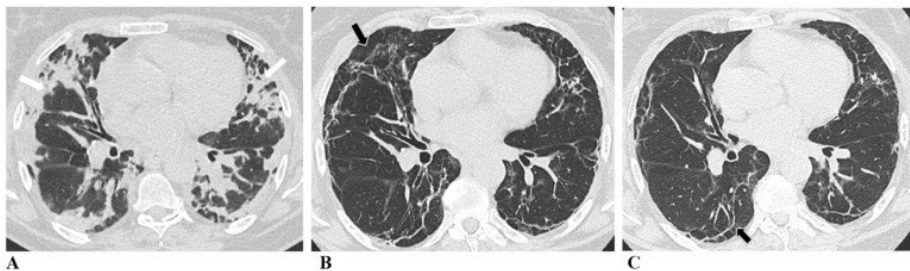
Evolution of chest CT features post-COVID-19 pneumonia. (A) Chest CT at initial presentation: bilateral multifocal organizing consolidation zones predominantly in the subpleural parts of the lung parenchyma (the white arrows). (B) Six-month follow-up chest CT: in place of previously seen consolidation zones, we can see septal thickening and parenchymal bands with subtle ground glass opacities (the black arrows). (C) Twelve-month follow-up chest CT: we can see almost complete resorption of ground glass opacities, with persistent subpleural curvilinear parenchymal bands (the black arrows).
